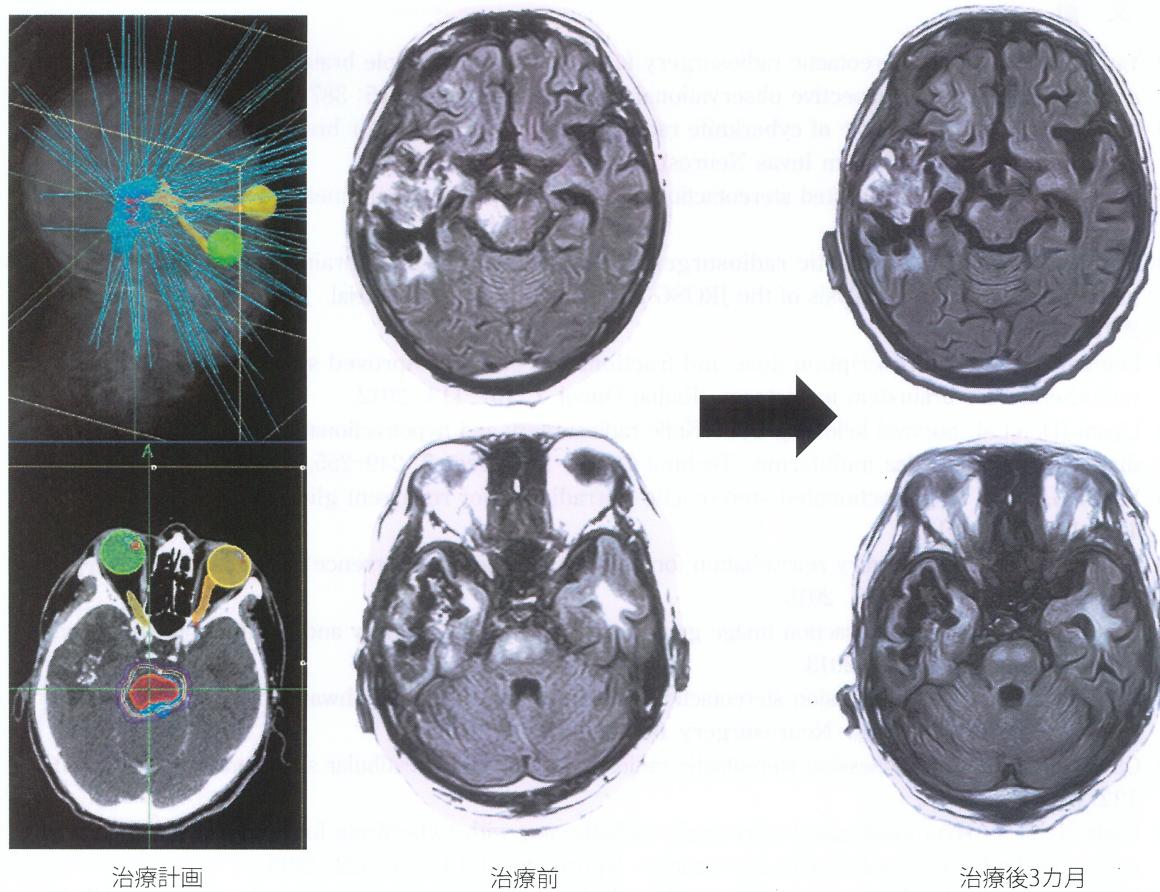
退形成性星細胞腫に対するサイバーナイフ治療(頭部MRI: FLAIR画像)
